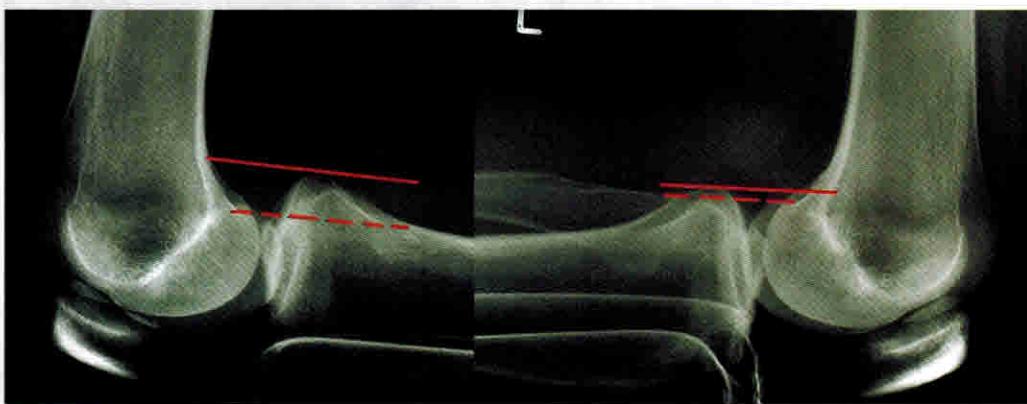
Рентгенографический стресс-тест коленного сустава для диагностики повреждения ЗКС (Puddu, Chambat, Bartlett) с опорой на бугристость большеберцовой кости. Слева повреждение ЗКС, справа второй здоровый коленный сустав (фото предоставлено профессором К.П. Бенедетто)
